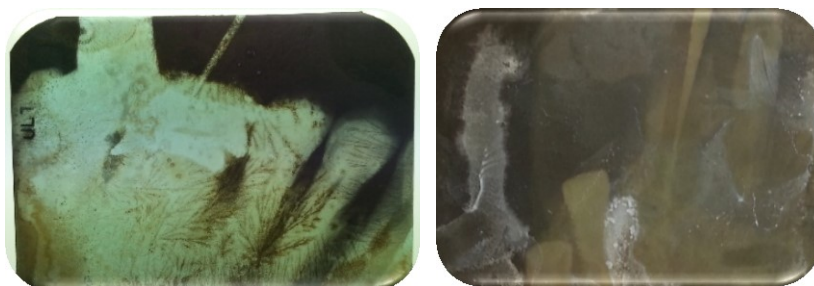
Exemplos de radiografias ilegíveis excluídas
